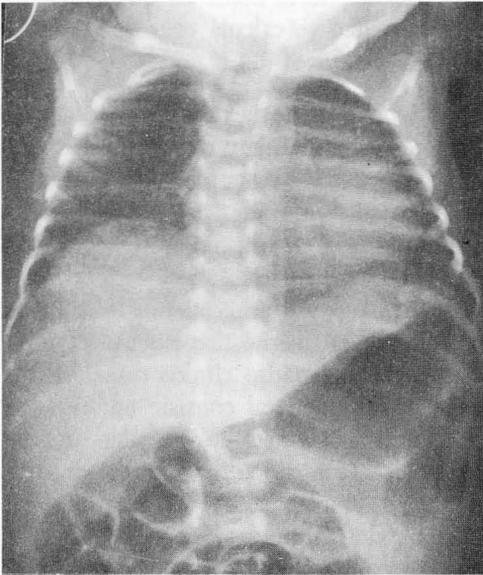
Radiografía de tórax en la que se evidencia elevación de ambos hemidiafragmas de forma más acusada en el lado derecho y costillas finas
